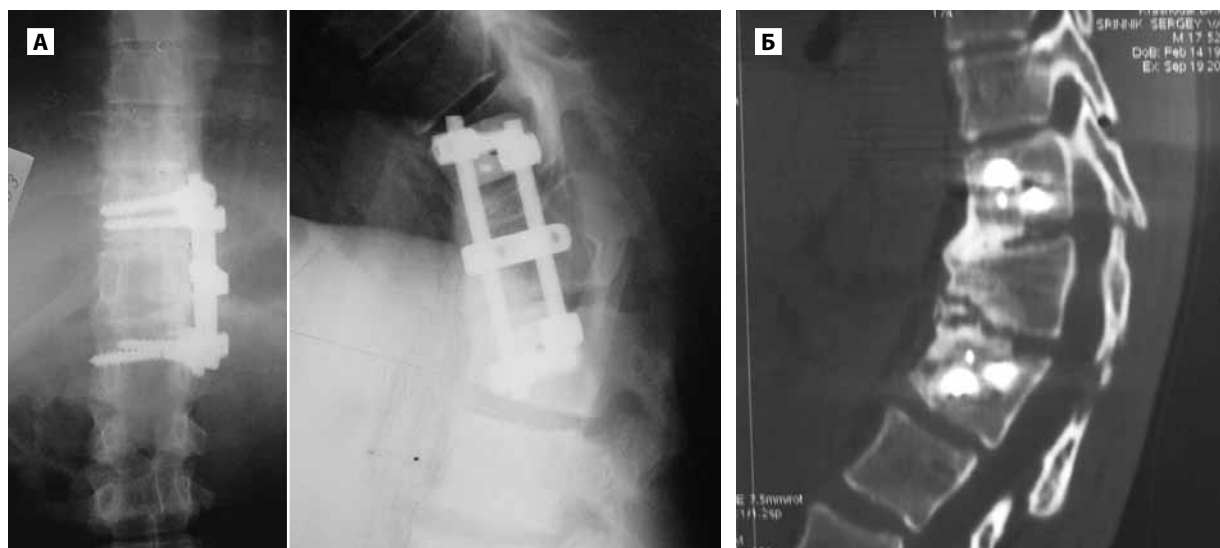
Рентгенограммы и КТ больного С., 19 лет.
